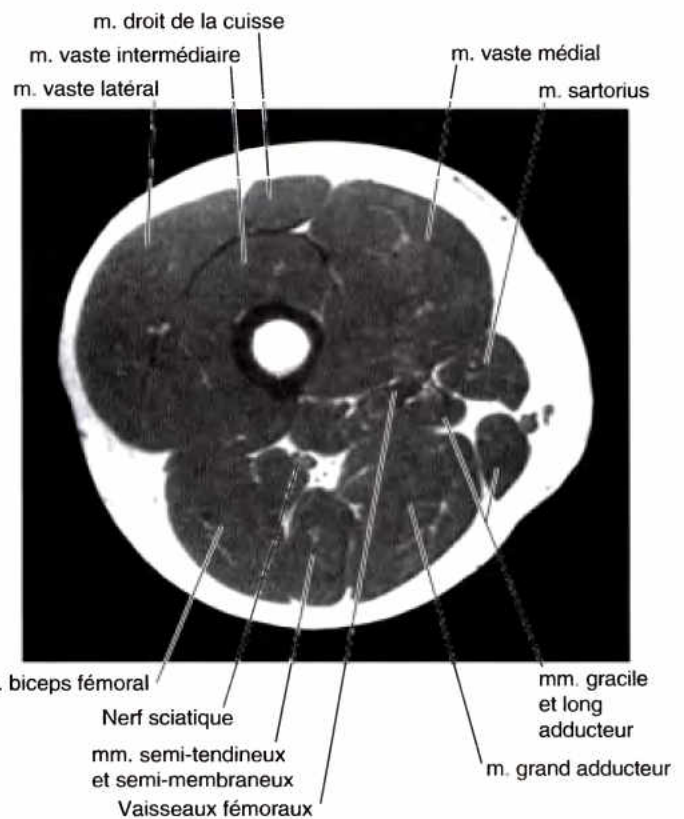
Muscles et loges de la cuisse. A. Le muscle grand fessier a été récliné pour permettre d'observer le nerf sciatique pénétrant dans la partie proximale de la cuisse ainsi que les insertions des muscles ischio-jambiers. Le niveau des coupes représentées sur les figures B et C est indiqué. B. Coupe anatomique transversale passant par le milieu de la cuisse, 10 à 15 cm en dessous du ligament inguinal. C. La figure illustre les trois loges de la cuisse. Remarquons que chacune possède sa propre innervation et son propre groupe musculaire fonctionnel. D. Cette coupe IRM transversale de la cuisse droite montre les muscles de chaque loge (Avec l'aimable autorisation du Dr. Kucharczyk, Titulaire de la Chaire d'Imagerie Médicale, Faculté de Médecine, Université de Toronto, et Directeur Clinicien du Centre Tri-hospitalier de Résonance Magnétique, Toronto, Ontario, Canada).
